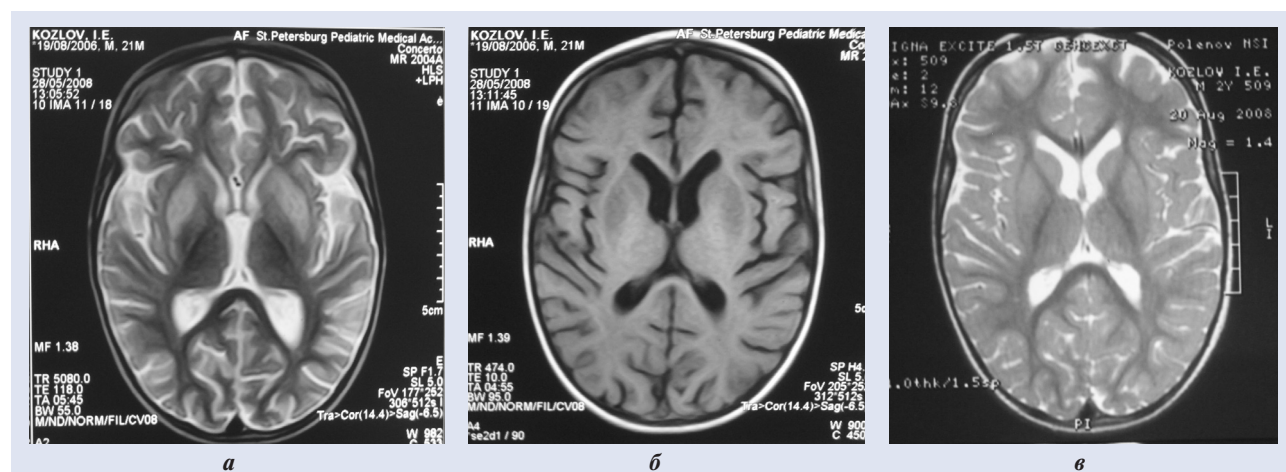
МРТ головного мозга (аксиальные срезы) больного 2 лет 9 мес. Диагноз: лейкоэнцефалит энтеровирусной этиологии, острое течение.
